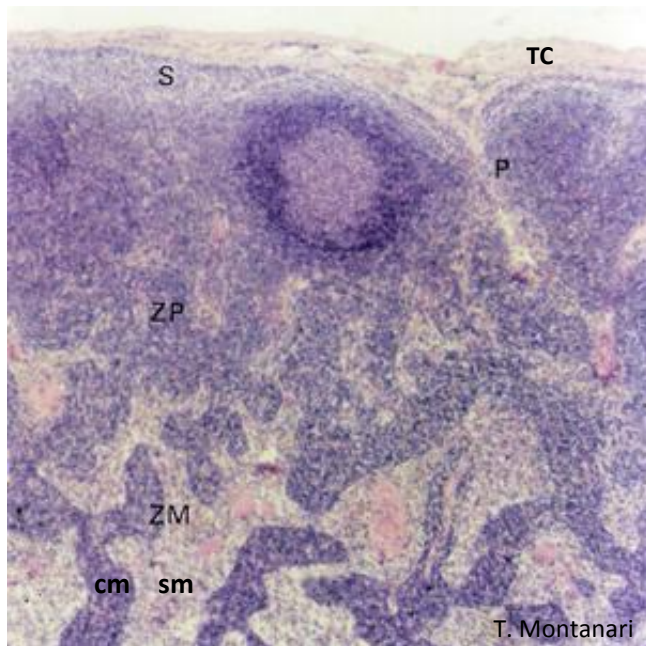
Corte de linfonodo recoberto pela cápsula de tecido conjuntivo denso não modelado (TC), que emite trabéculas para o interior. Na zona cortical superficial, há o seio subcapsular (S), os seios peritrabeculares (P) e os nódulos linfáticos. Subjacente há a zona paracortical (ZP), sem nódulos linfáticos, e a zona medular (ZM), onde são vistos os cordões medulares (cm) e os seios medulares (sm). HE. Objetiva de 4x (55x).
